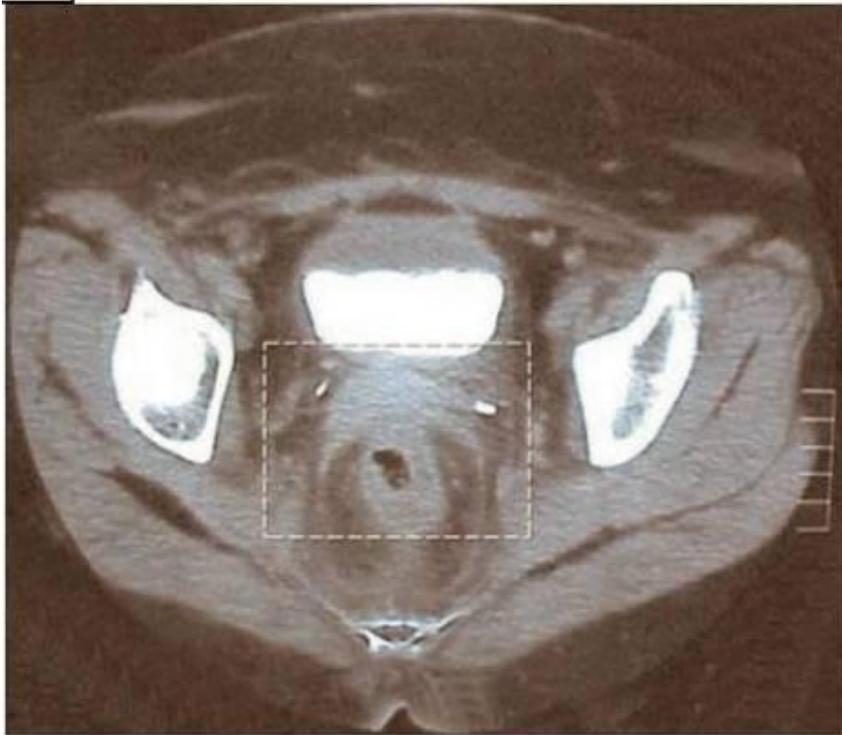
Computer tomography image of patient No. 11 showing fibrotic tissue and stenosis of the rectum.
